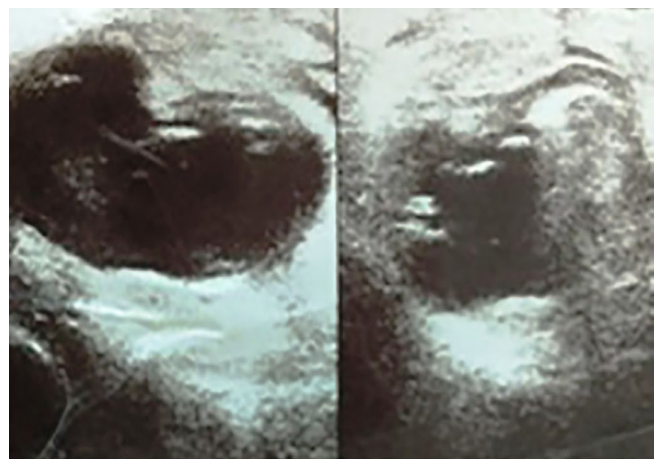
Ultrassonografia inguinal esquerda. Saco herniário contendo segmento de alça intestinal com distensão líquido-gasosa, associada à densificação da gordura adjacente.
